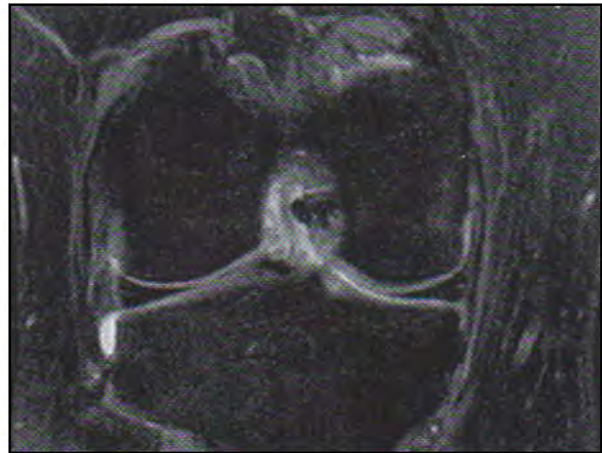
Corte de RM Coronal FSE PD con alteración señal trayecto LCA.
